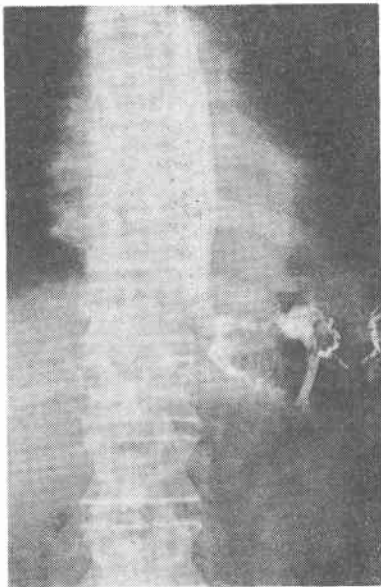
バリウムによる吻合部X線写真（機械吻合）
